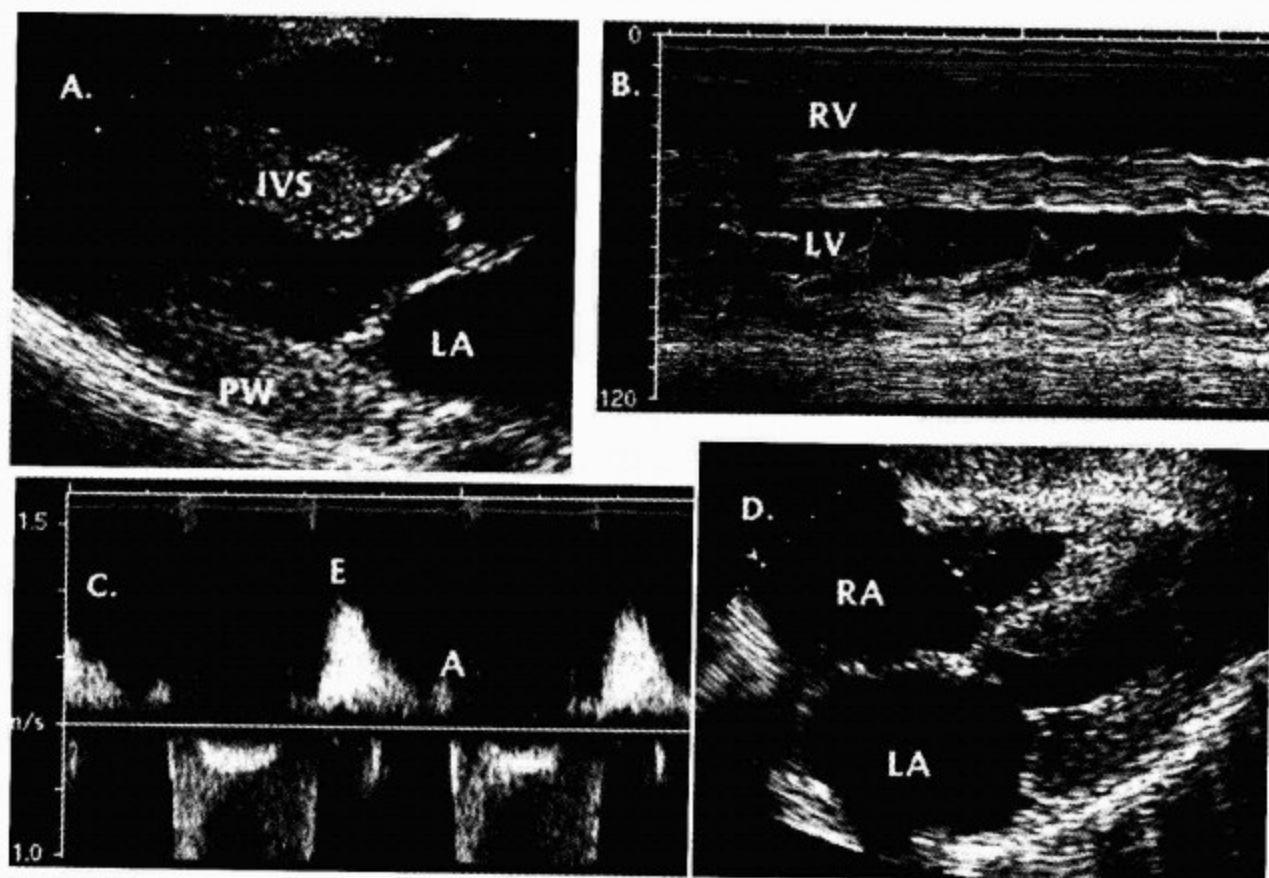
经活检证实的并伴血流动力学受限的淀粉样变病人的 M 型、二维和多普勒超声心动图,左心室收缩功能轻度受损,室壁增厚,双心房扩大
